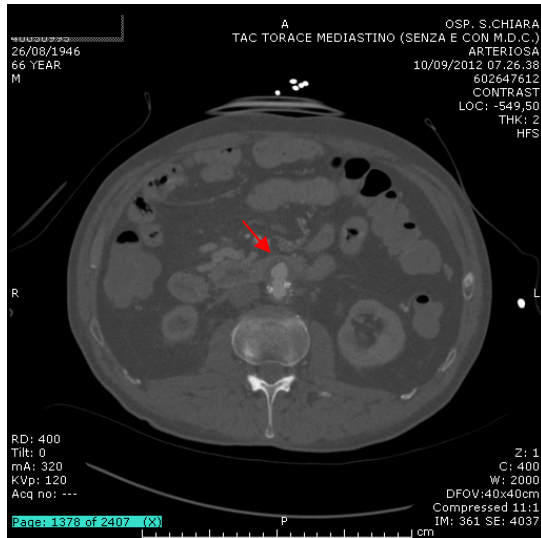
Angio-TC, scansione assiale. Pseudoaneurisma aortico prossimale con fistola aorto-enterica da cedimento anastomotico prossimale dell'homograft
